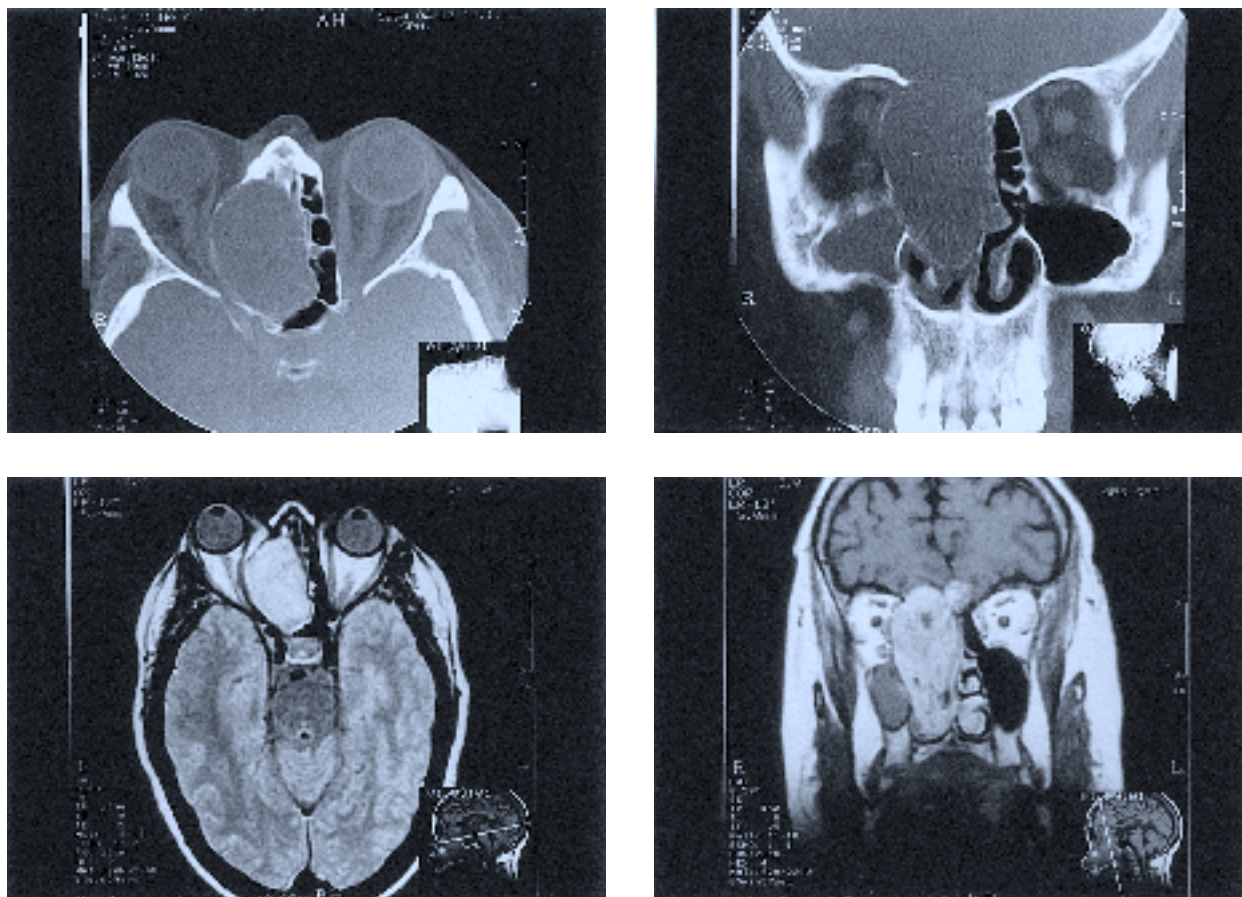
Estudios de imagen del caso descrito: a) TC, proyección coronal. b) TC, proyección axial. c) RMN, corte coronal. d) RMN, corte axial.
